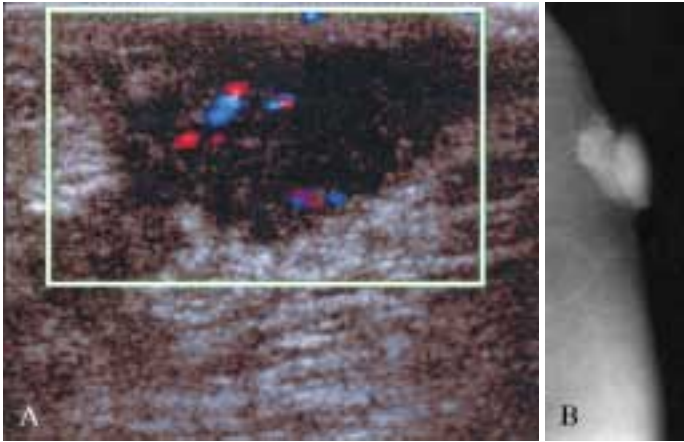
Liposarcoma. A) Formazione nodulare ipoecogena a margini sfumati, in sede retroareolare. L'eco color-Doppler evidenzia ricca vascolarizzazione intra e perilesionale. B) Stesso caso: la mammografia mostra opacità a margini sfumati.
